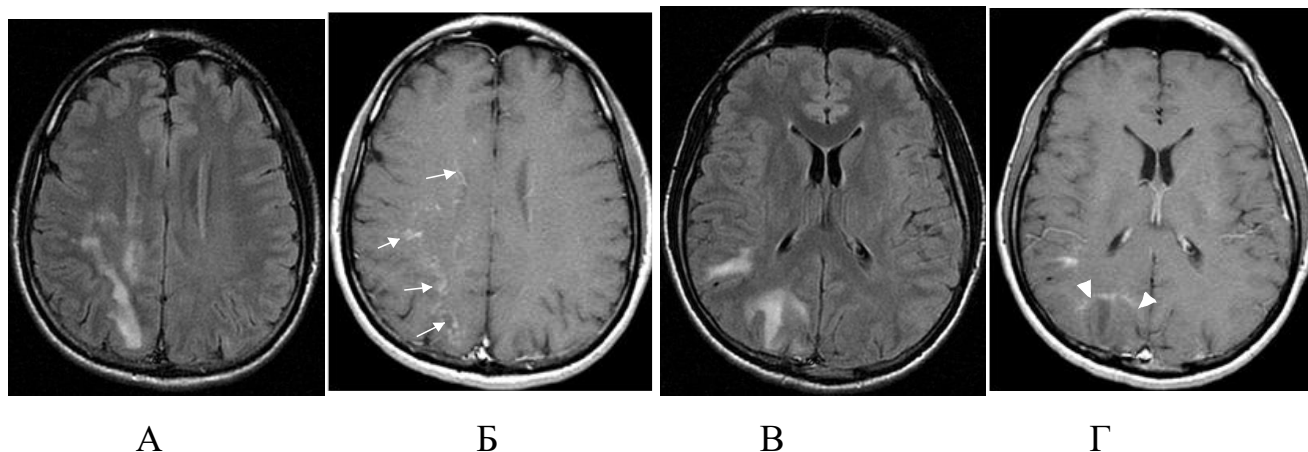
Пациент П, 36 лет (И/б 564). ПМЛ, СВИ. Начало АРТ в октябре 2012г. CD4=87 кл/мкл (6%), ВН=91423 коп/мл. Продолжающееся клиническое и неврологическое ухудшение несмотря на проводимую АРТ. МРТ от 03.12.2012г: А, В – FLAIR, Б, Г – T1 ВИ с контрастированием выявляют атипичные паттерны контрастирования участков острой демиелинизации: периваскулярное контрастирование в правой лобно-теменной области (стрелки), краевое контрастирование в правой затылочной области (головки стрелок). CD4=98 кл/мкл (5%), ВН=64 коп/мл (декабрь 2012)
